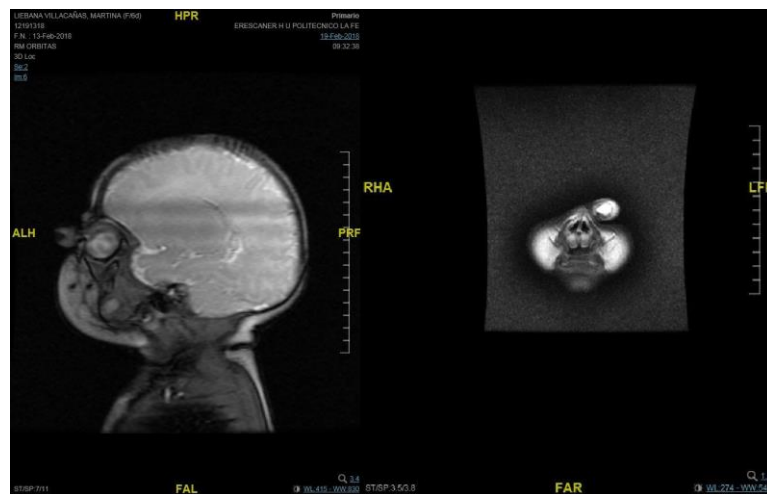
Imágenes de resonancia magnética nuclear de nuestra paciente donde se objetiva la probóscide lateral.
